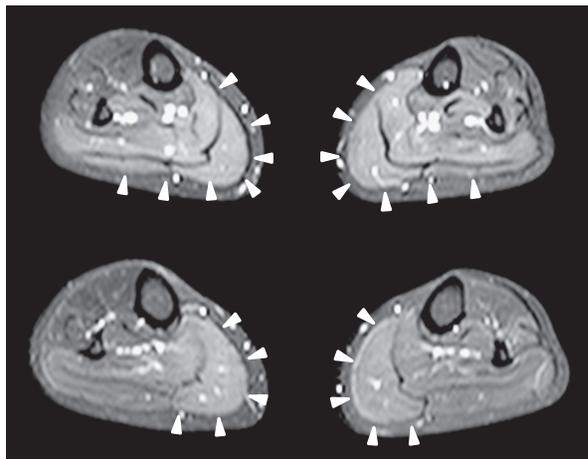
MRI of calf muscles (1.5 T; TR 2,800 ms, TE 55 ms). Axial images of calf muscles showing hyper-intense signals localized in both gastrocnemius and soleus muscles (arrow heads).
